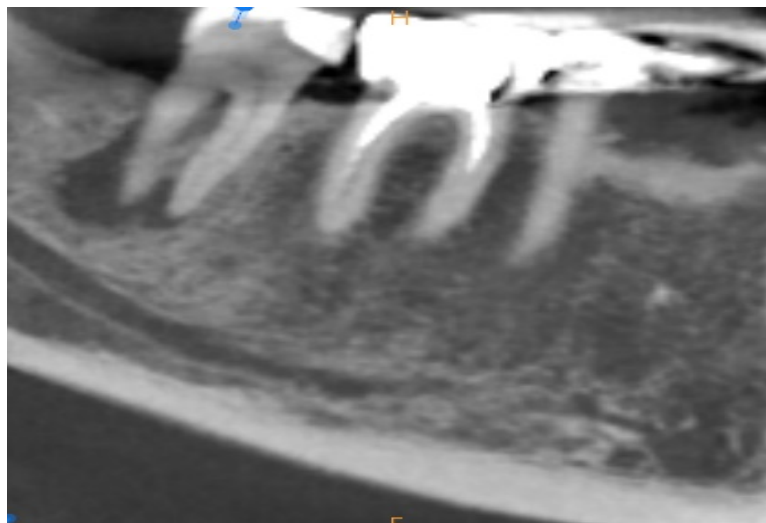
CBCT centré sur la 2^{ème} molaire inférieure droite mettant en évidence la lésion péri-apicale (iconographie personnelle).
